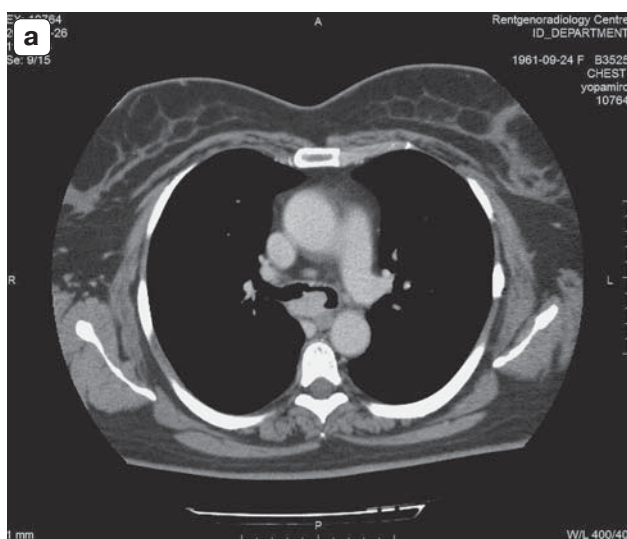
МСКТ-изображения аденомы карины трахеи. а – МР, аксиальный срез, деформация карины трахеи за счет образования однородной структуры; б – ВБ, в области карины определяется правильной формы с гладкой поверхностью образование.
